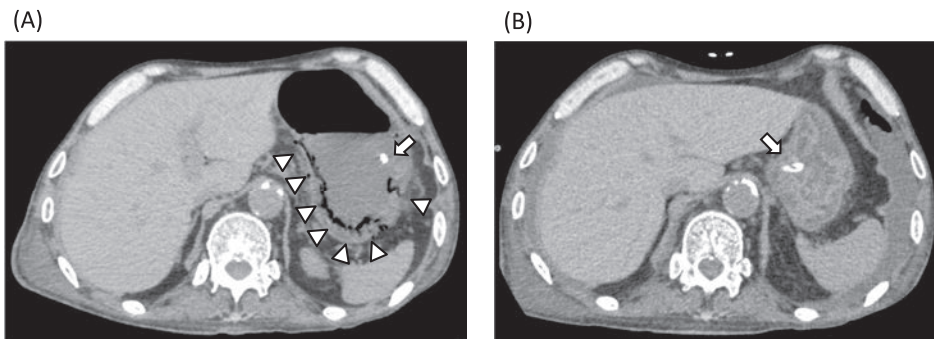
上腹部CT (A) 胃壁内気腫症と診断時 胃壁に沿って線状のガス像(矢頭)を認める。(B) 診断4日後 胃壁内ガスは消失している。矢印は経鼻栄養チューブ
